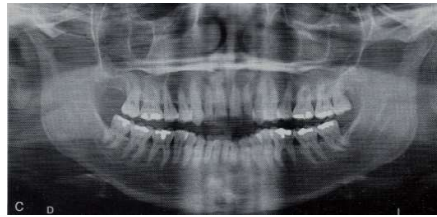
La radiografía panorámica nos permite realizar una evaluación de los cóndilos mandibulares.²
